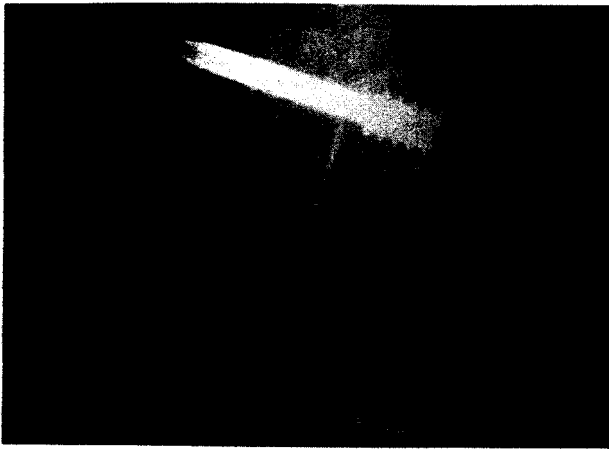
The radiograph showed that the threaded portion of a semifix screw was in the femoral tunnel.
